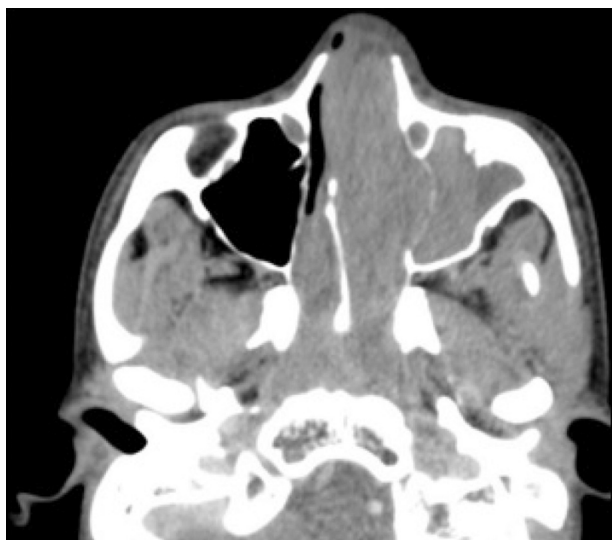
Tomografia de seio da face.
